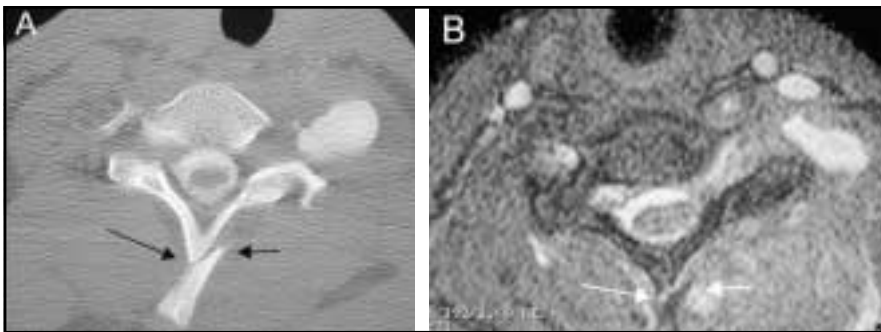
Fractura y meningocele. A) TC-mielografía. Plano axial a nivel C7-T1: muestra una clara fractura de la apófisis espinosa (flechas) asociado a un meningocele foraminal. B) La imagen de RM T2 axial del mismo caso muestra los mismos hallazgos, pero con menos claridad.
